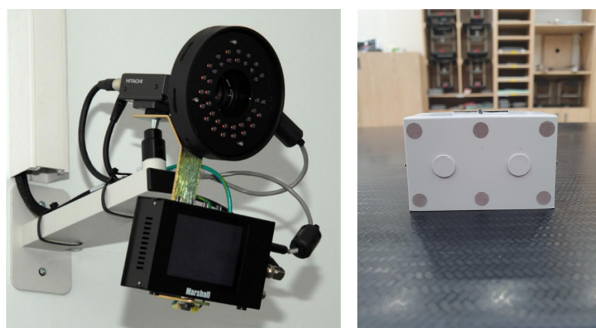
infra-red camera and 6-dot Marker with 4-Dimension Computed Tomography
